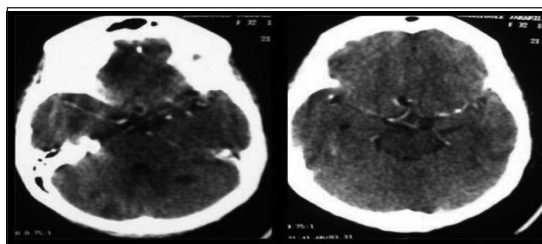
Caso 1. TAC cerebral
